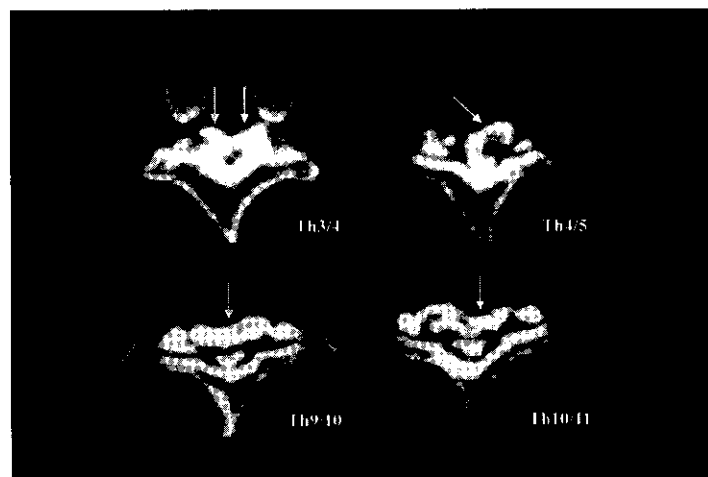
plain CT. 背側からdural tubeを著明に圧排するOYLを認める.
